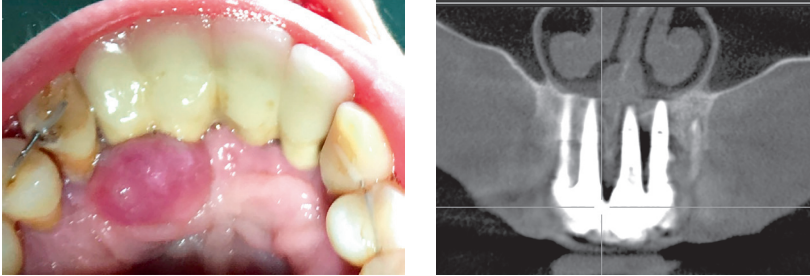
Периферическая гигантоклеточная гранулема верхней челюсти около дентальных имплантатом, КЛК-томограмма верхней челюсти
